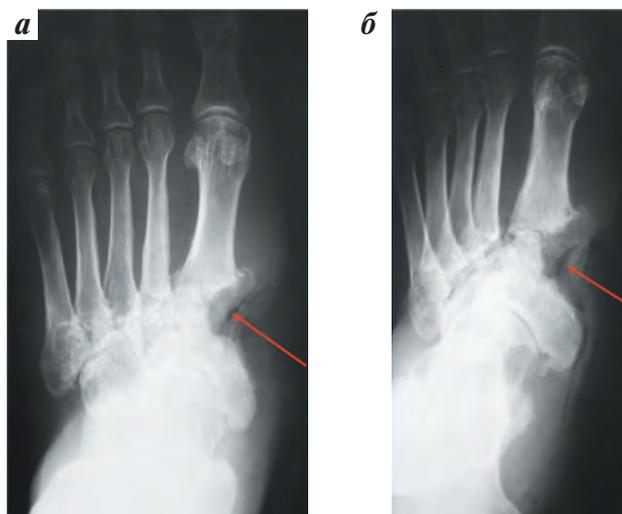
Рентгенограмма левой стопы после повторной хирургической обработки: а — прямая и б — косая проекции. Стрелками обозначена костная полость, сформировавшаяся после частичной резекции пораженных участков скелета левой стопы
